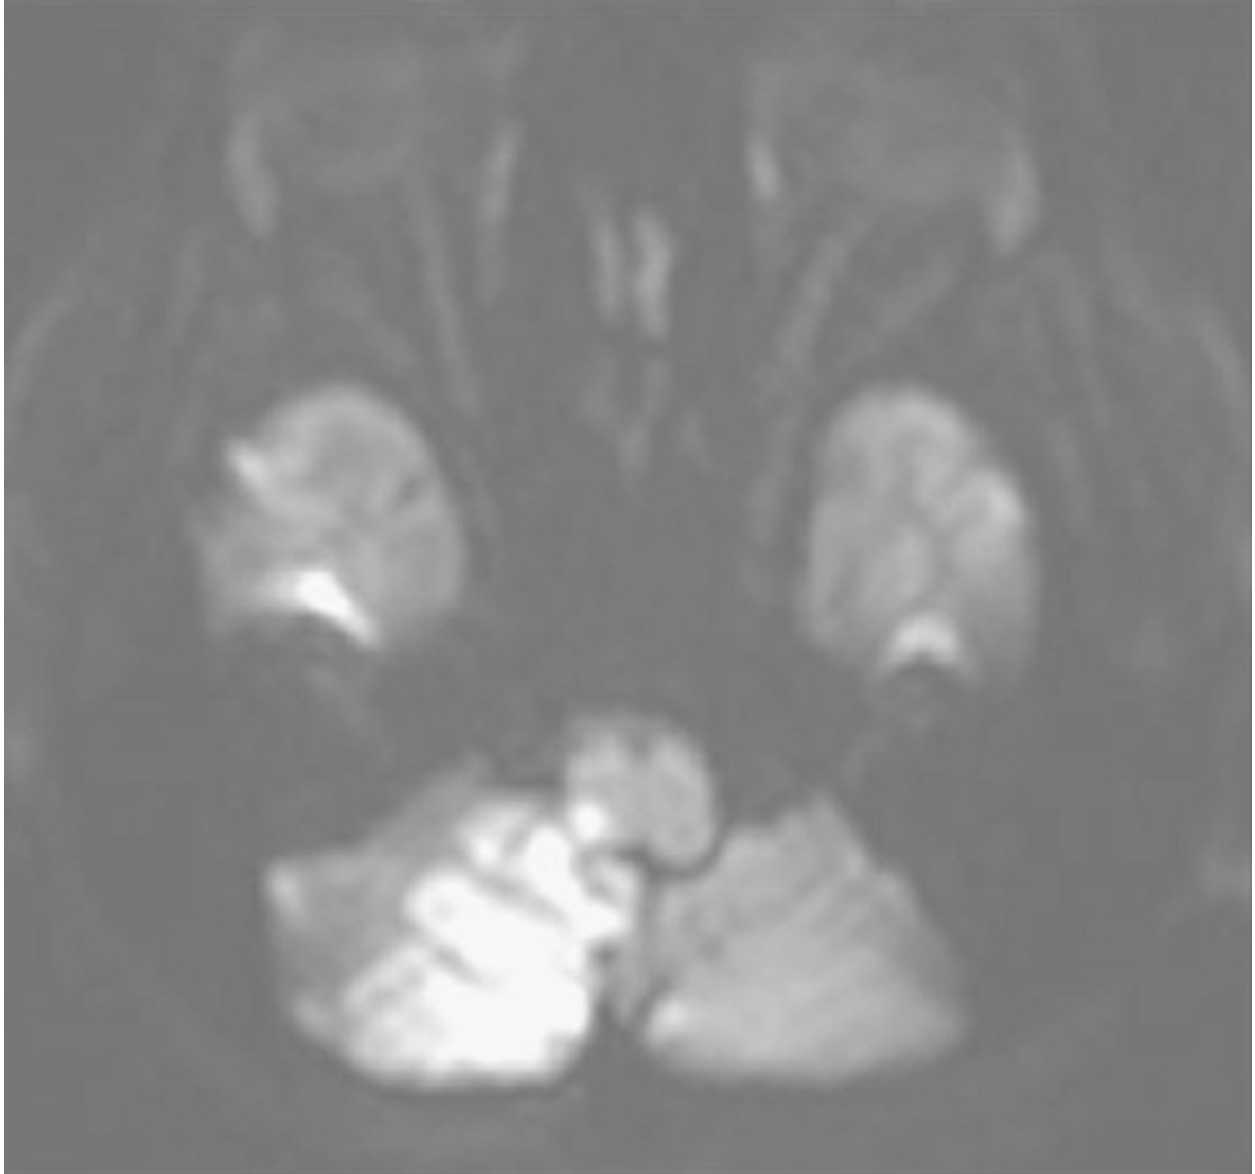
RMN axial ponderada por difusión.
